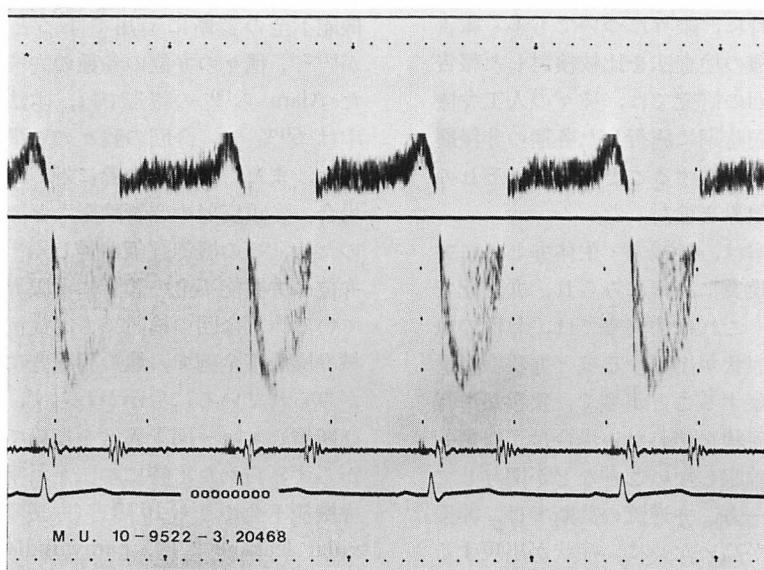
High pulse repetition frequency pulsed Doppler tracing of transtricuspid flow in the same case as in Figs. 9 and 10.
